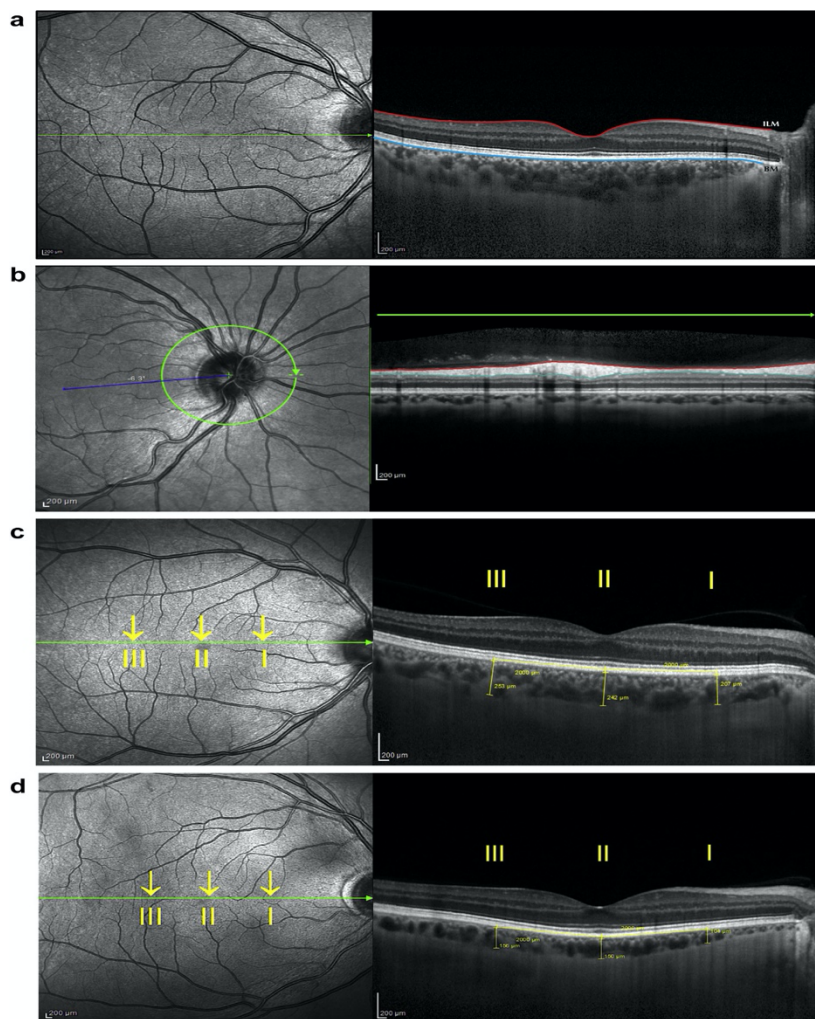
Imaging condotto con Tomografia a coerenza ottica (OCT) en face.
